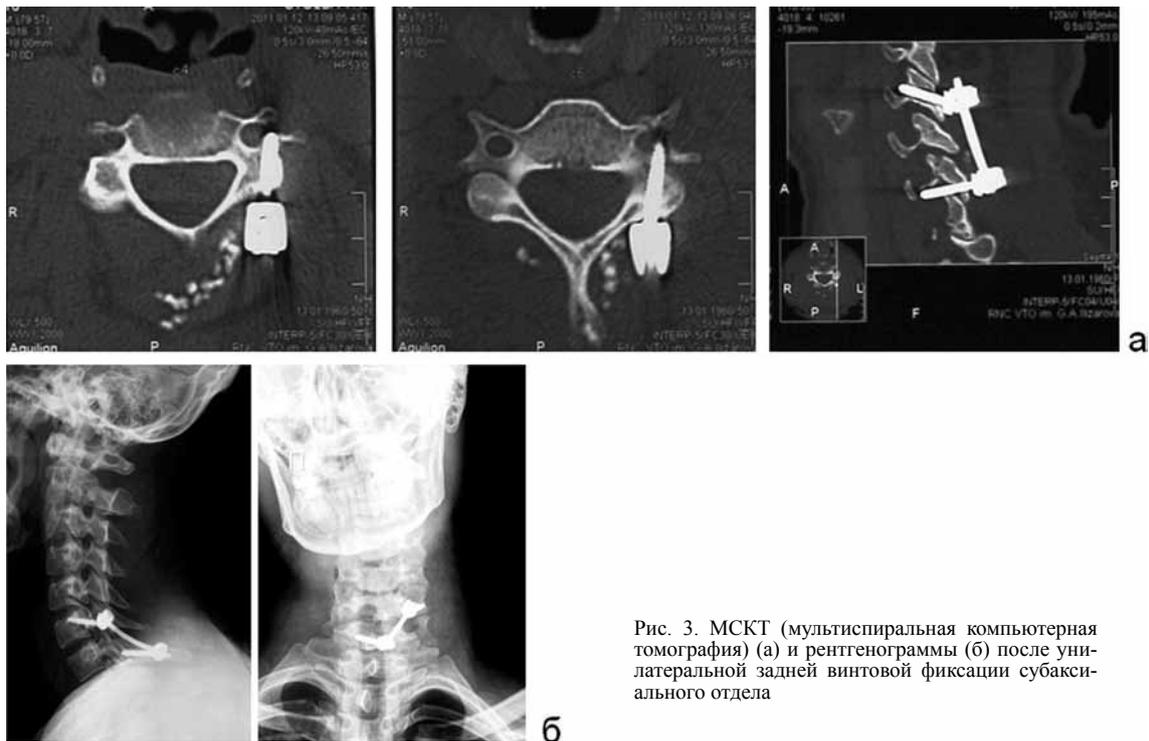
МСКТ (мультиспиральная компьютерная томография) (а) и рентгенограммы (б) после унilaterальной задней винтовой фиксации субаксиального отдела
